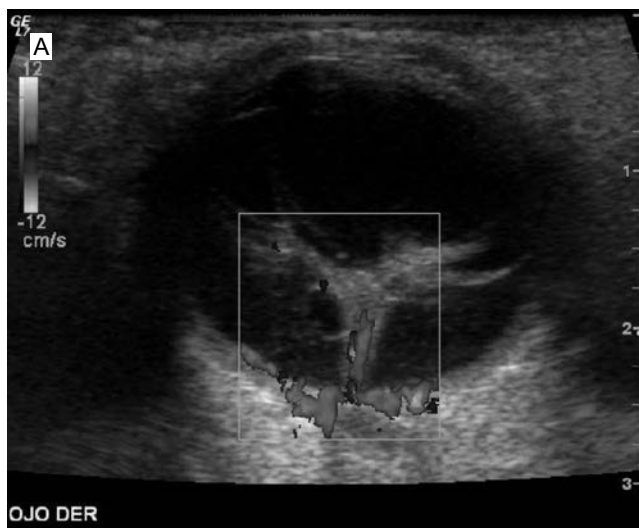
(a) Ultrasonido Doppler orbitario: paciente con desprendimiento de retina, eco de membrana de alto nivel con vascularidad al estudio Doppler. (b) Paciente con catarata, desprendimientos de cristalino y retina.
